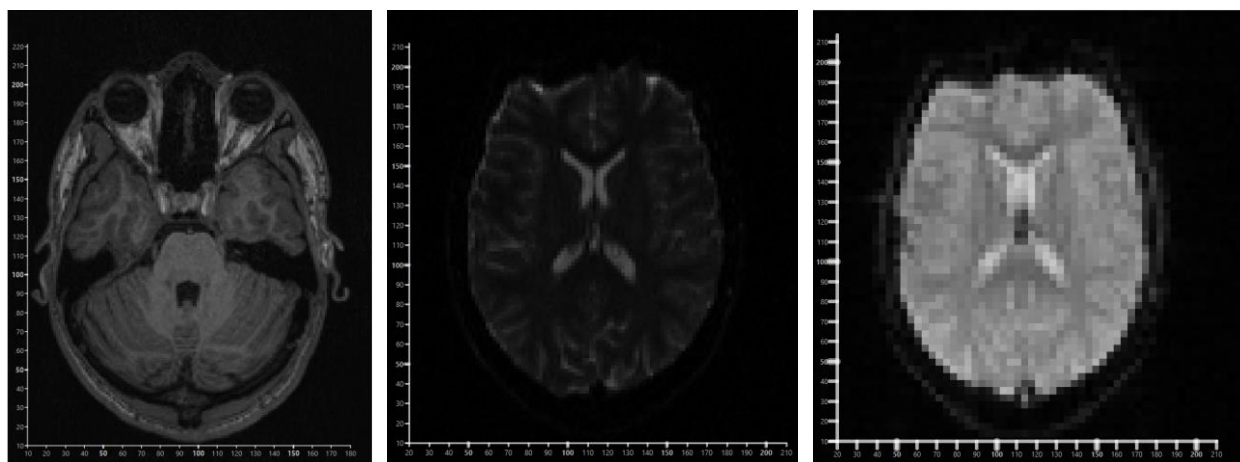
Пример МРТ разных импульсных последовательностей.
